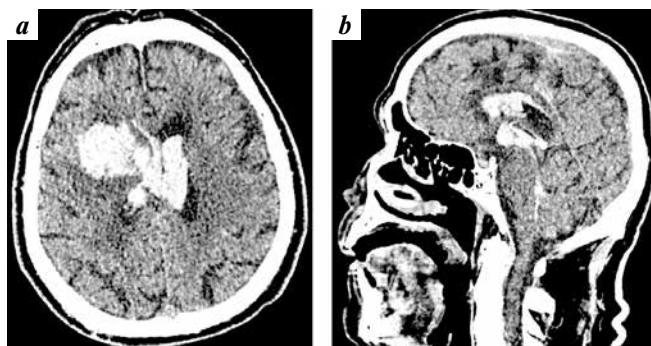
CT scan of the patient N., 78 years old. Intracerebral hematoma of basal ganglia – 35 cm³, intraventricular hemorrhage in lateral, III and IV ventricles – 28 cm³: a – axial plain; b – sagittal reconstruction
